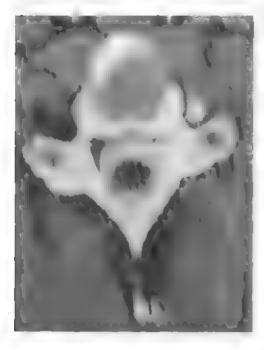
КТ-мнелограмма. Псевдоменингоцеле (стрелки).
